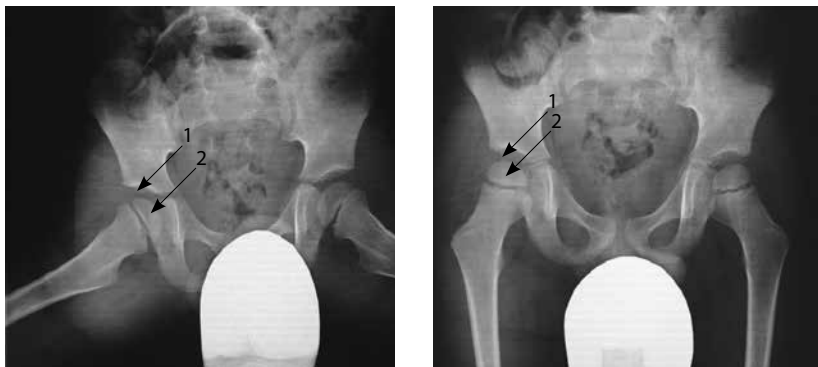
Рентгенологические признаки I стадии болезни Легга – Кальве – Пертеса; 1 – минимальное расширение суставной рентгеновской щели, 2 – сохранение формы головки бедренной кости
